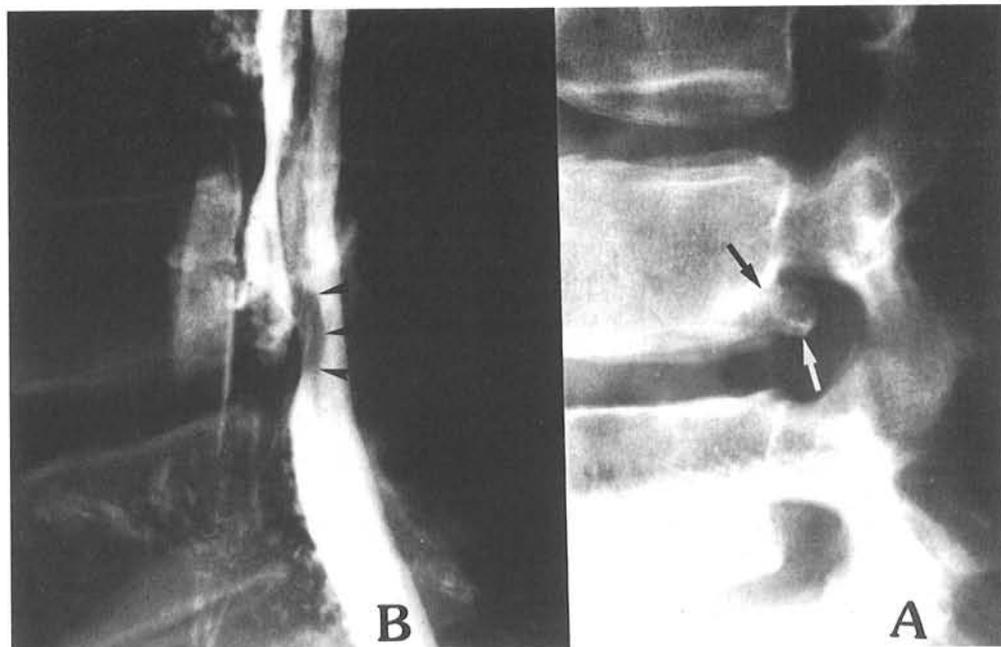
A) Limbus posterior. Radiografía lateral de columna lumbar, que muestra un defecto óseo a nivel del ángulo posteroinferior de L3 con un fragmento óseo adyacente por detrás del cuerpo vertebral. B) En la mielografía del mismo paciente se aprecia, al mismo nivel, una compresión anterior del saco dural.
